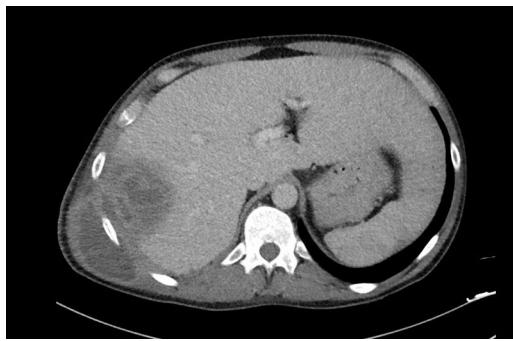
Imagen de la TC abdominal.
